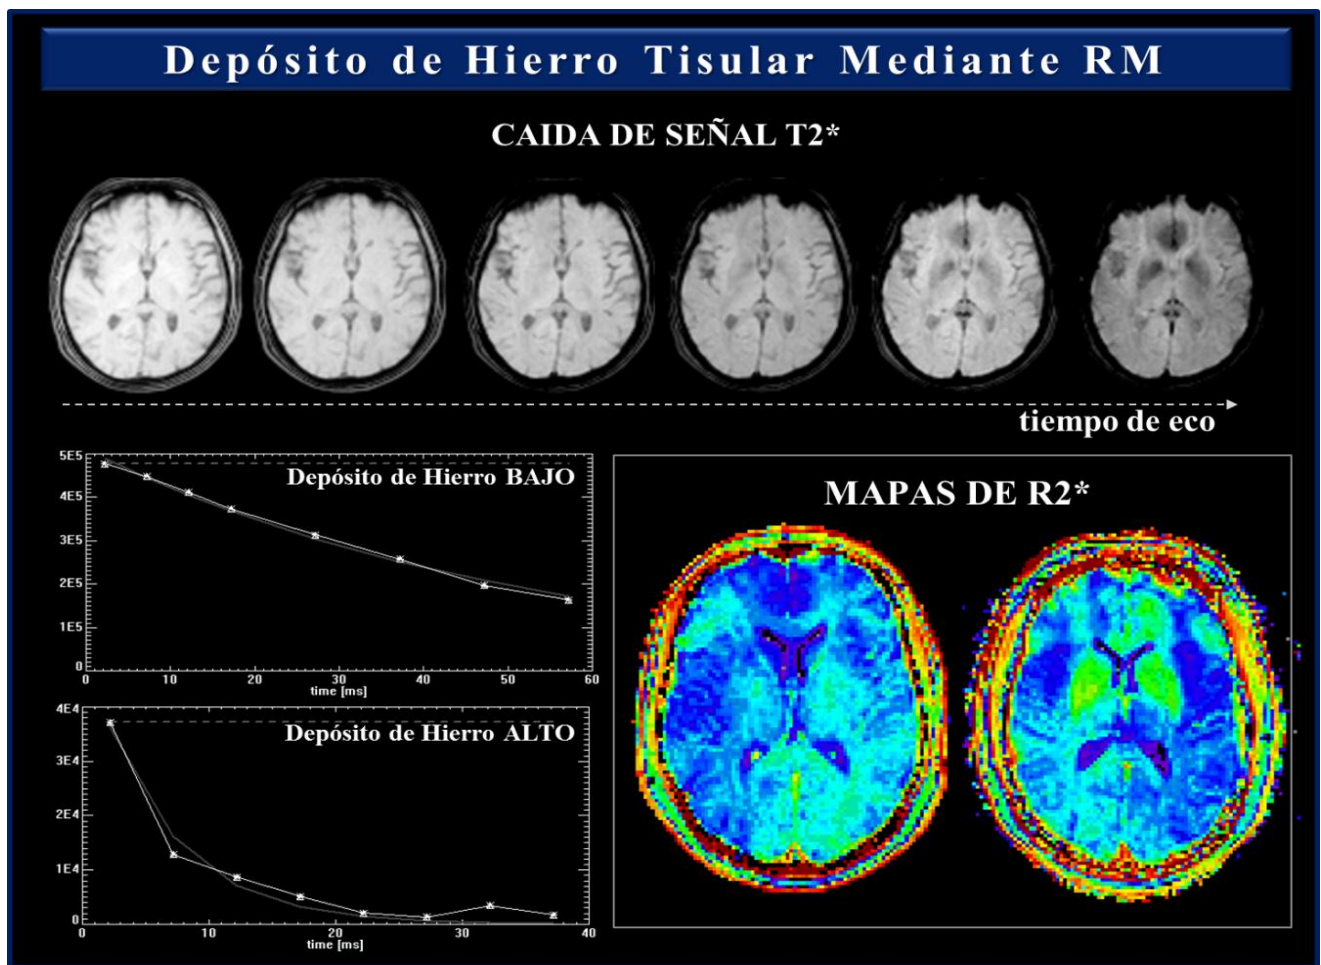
Estudio del depósito de hierro tisular mediante resonancia magnética. Existen distintos métodos de resonancia magnética que permiten calcular o estimar el depósito de hierro tisular. Uno de los métodos más utilizados está basado en la caída de señal en $T2^*$. Dado que el depósito de hierro provoca una mayor caída de señal $T2^*$, éste puede ser estimado a partir del cálculo del valor exponencial $R2^*$ y expresado en Hz. Los mapas de $R2^*$ corresponden a dos sujetos sin (izquierda) y con (derecha) depósito de hierro en núcleos caudados y lenticular.
